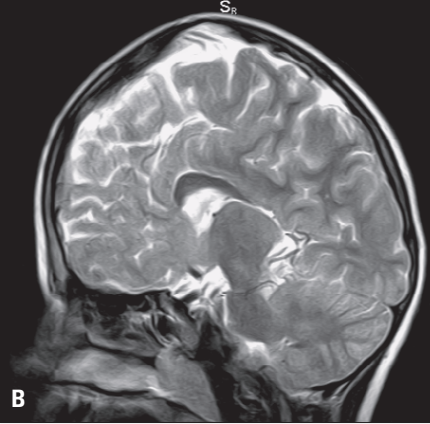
Sturge-Weber sendromu olan 6 yaşında hasta. A. Aksiyal BT kesitinde, atrofik sağ serebral hemisferde giral kalsifikasyonlar izleniyor. B. T2-ağırlıklı aksiyal MR kesitinde, sağ serebral hemisferde atrofi görülüyor, kalsifikasyon belirgin bir intensite değişikliği oluşturmamış.
